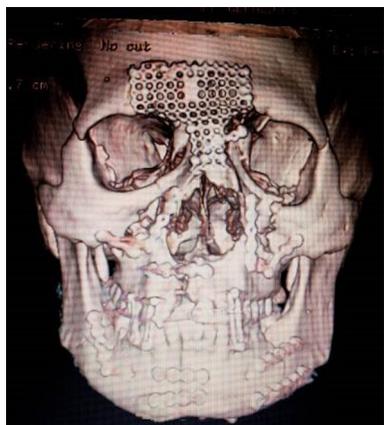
Tomografia computadorizada de face em reconstrução 3D mostrando o resultado final, com boa redução óssea e oclusão estável
